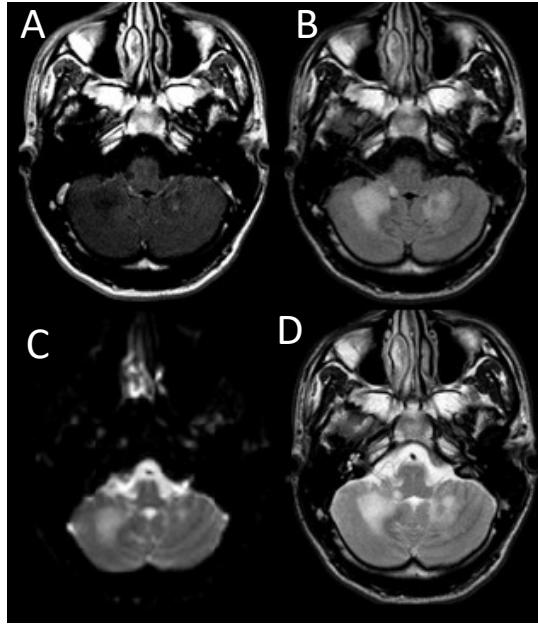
MR sin y tras la administración de Gd. Secuencias potenciadas en T1 post contraste (A), FLAIR (B), mapa ADC (C) y potenciadas en T2 (D).
